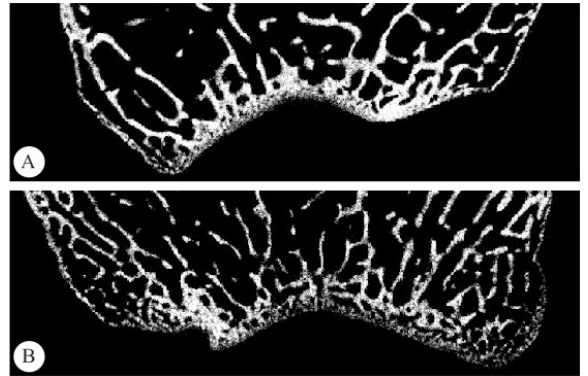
ACLT 组(A)和 40 Hz 亚组(B) Micro-CT 冠面扫描二维图
